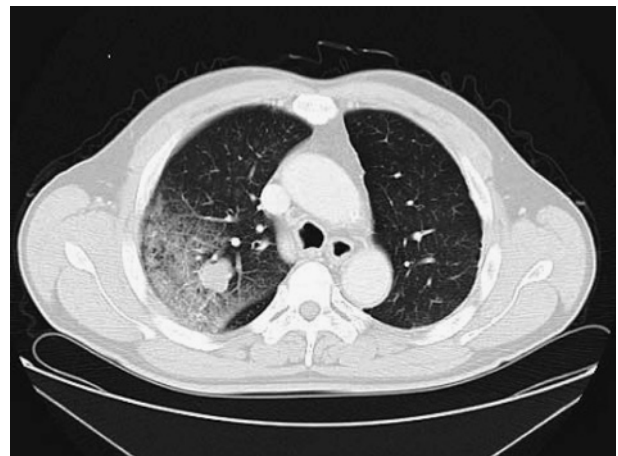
Chest CT scan shows a solid nodule and infiltrate in the right upper lobe (S²).
